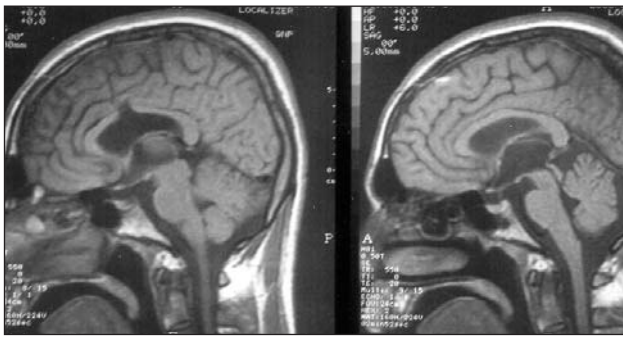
Aynı lezyonun T1 sagittal MRG görüntüsü
